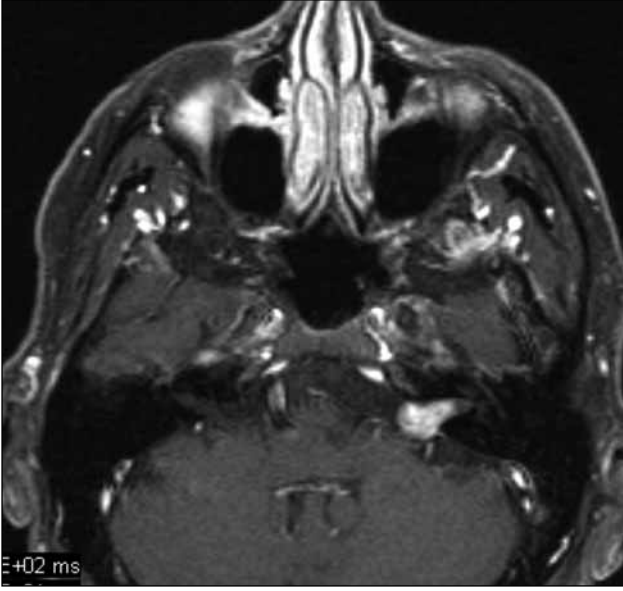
MRG , T1AG aksiyel kesit, sol SPKS ve İAK da bulunan tipik akustik şivanoma'nın sinyali beyin dokusu ile isointens görülmekte.
